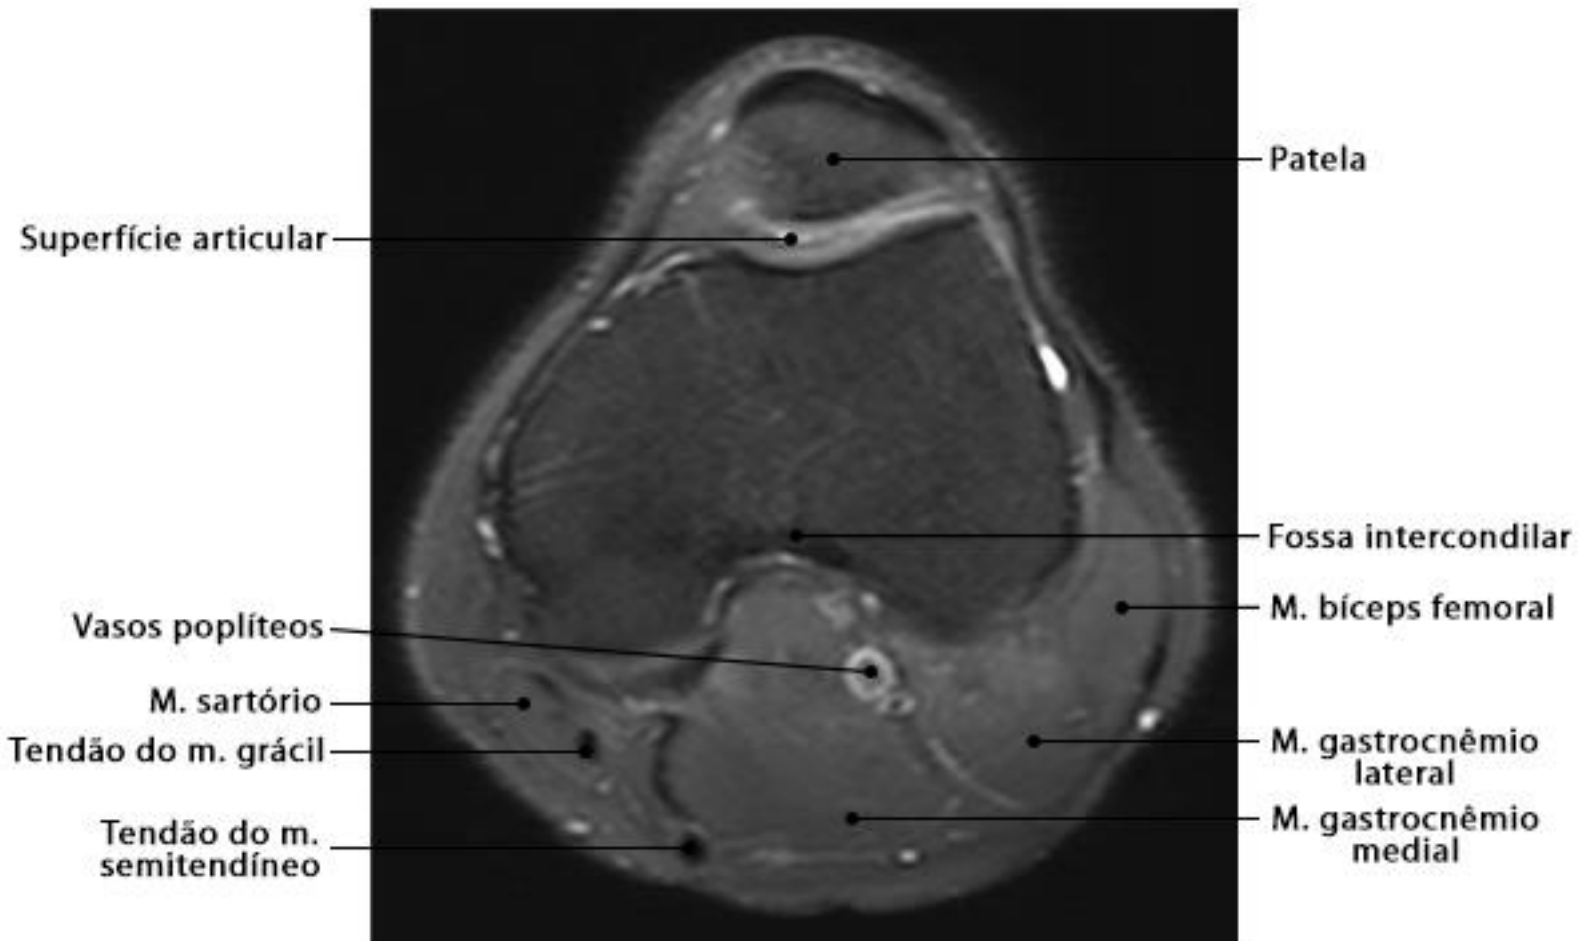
RM do joelho em corte axial com ponderação T2 STIR
